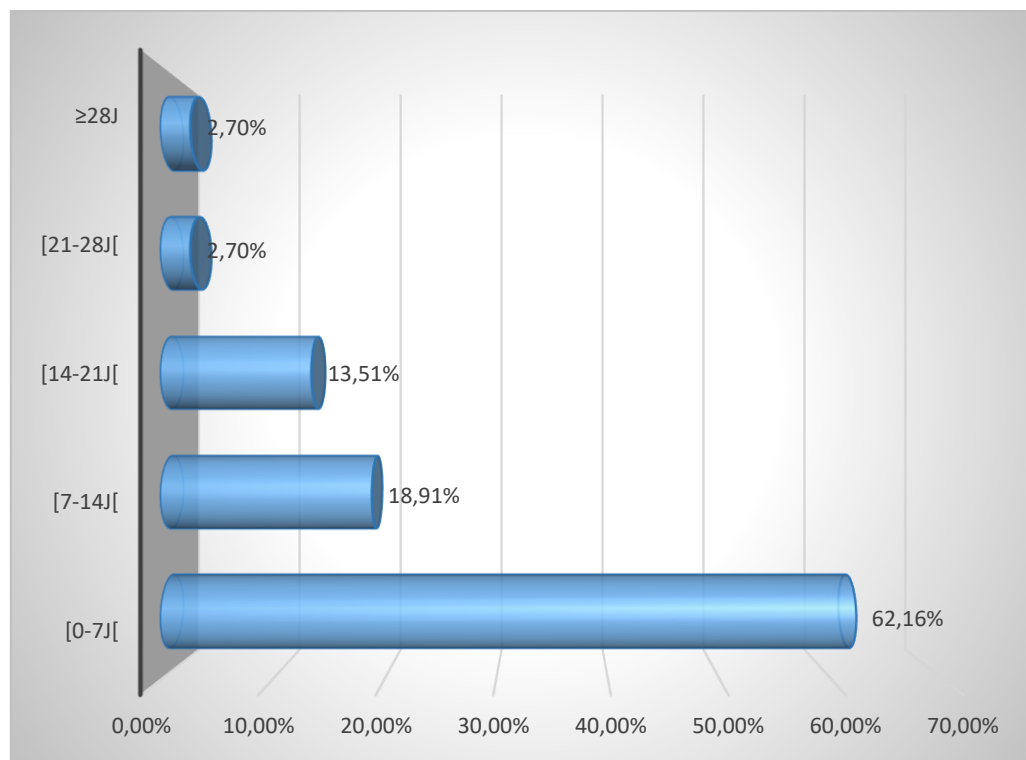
Répartition de la durée de ventilation des patients monitorés par échocardiographie.
